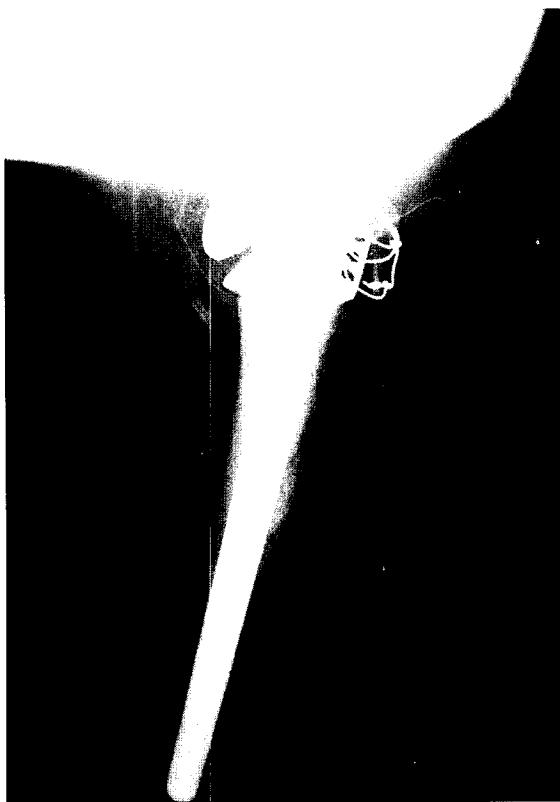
Immediate postoperative AP(A) and lateral(B) radiographs.
